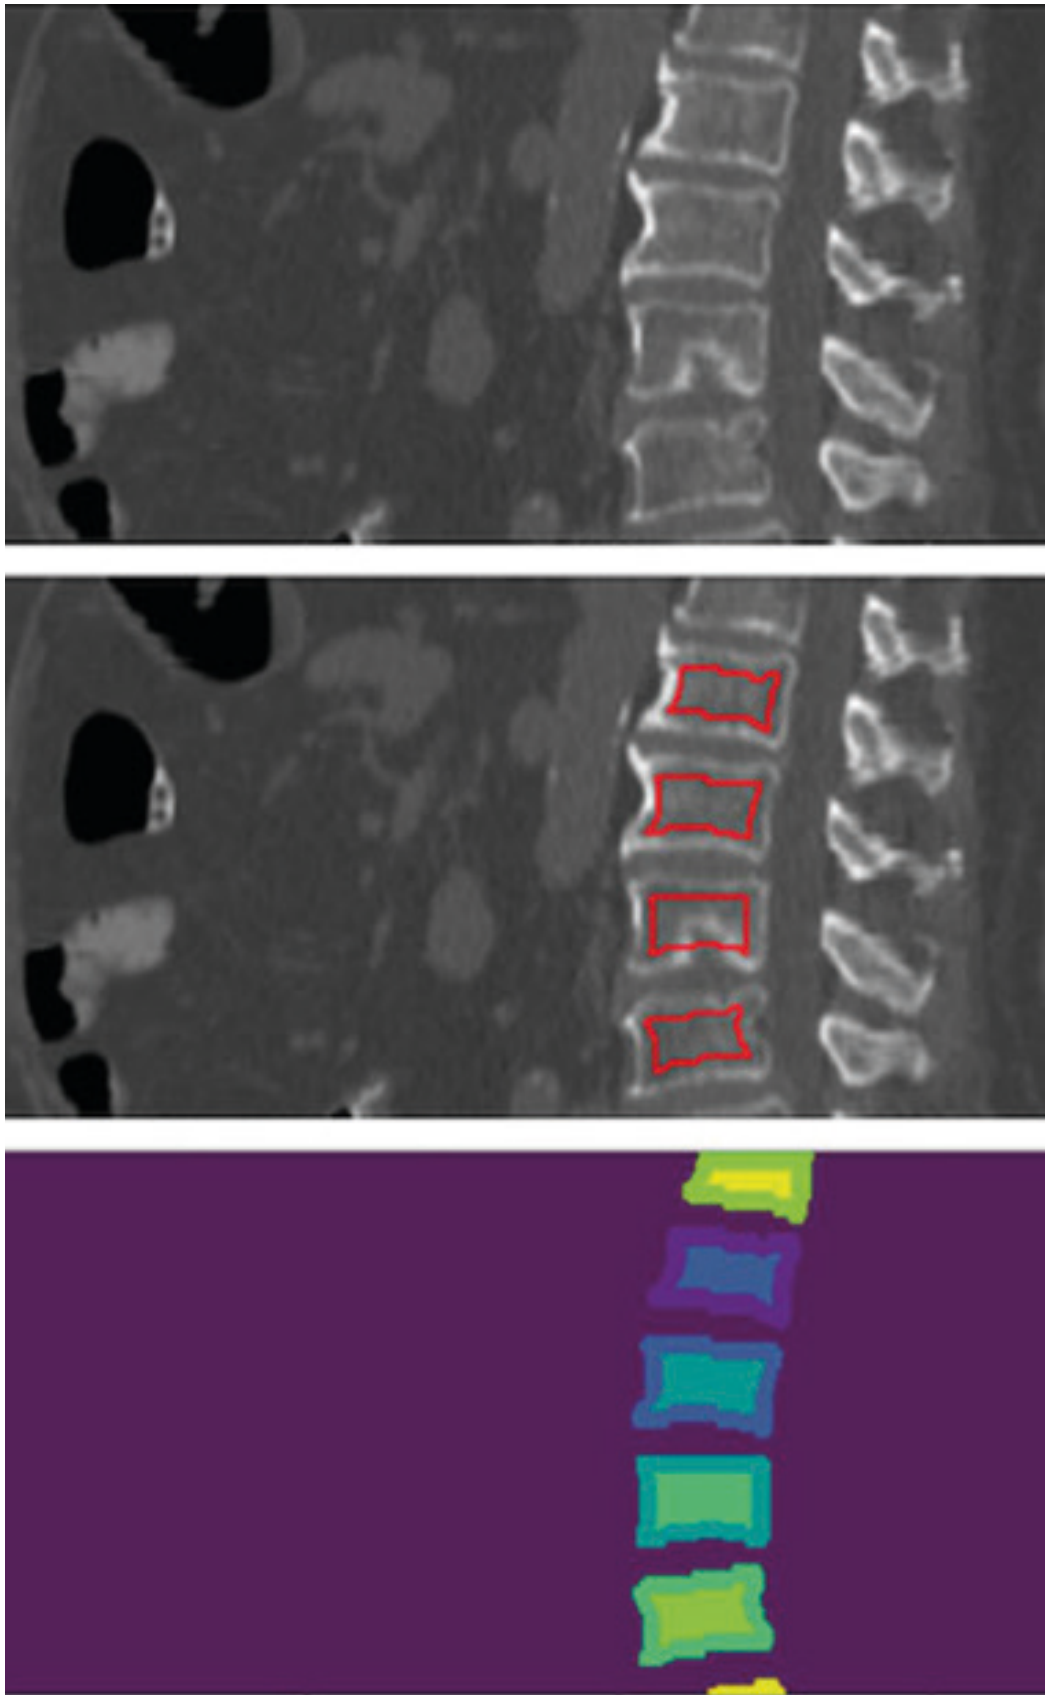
Automatic sagittal reconstruction of the CT scan for identification of the vertebral bodies and further delineation of the cortical and medullary bone compartments (Zebra Medical vision Ltd.).
